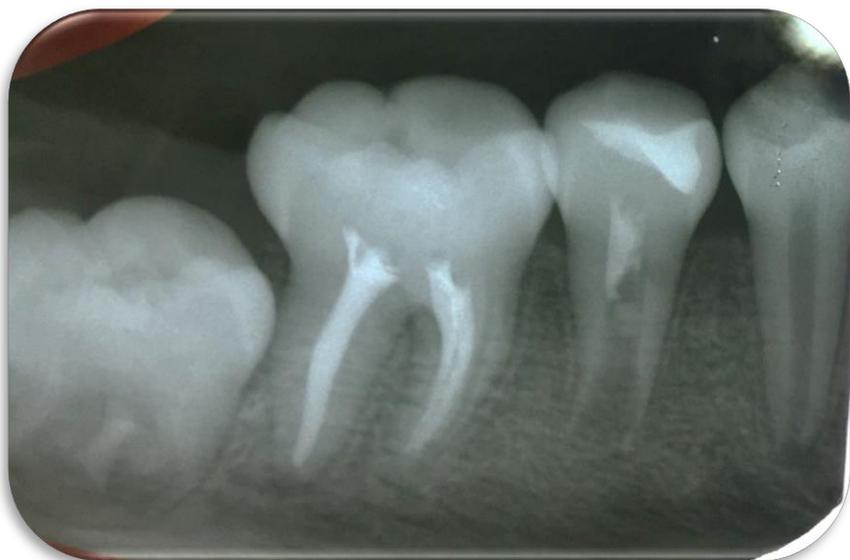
Radiografía control 3 meses
